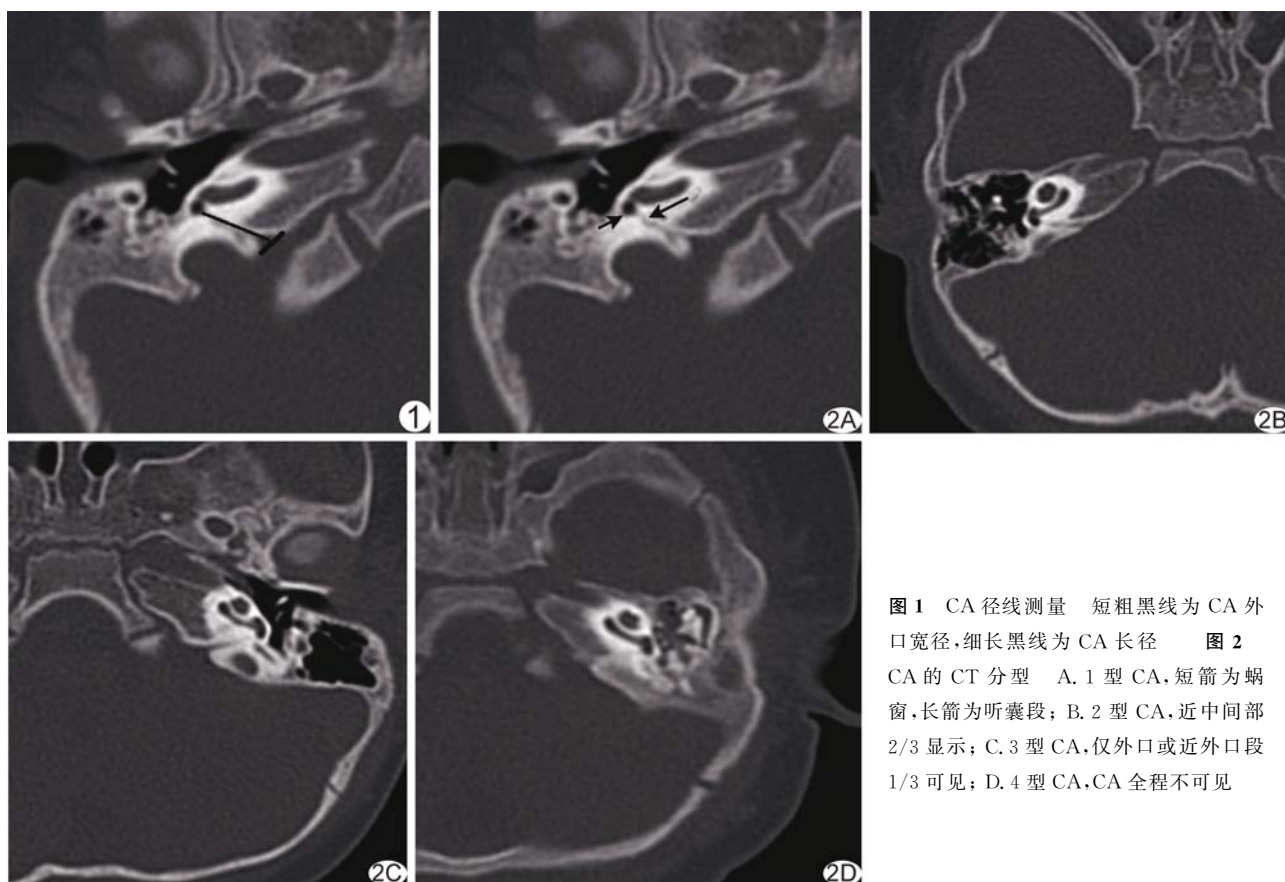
CA 径线测量 短粗黑线为 CA 外口宽径,细长黑线为 CA 长径 图 2 CA 的 CT 分型 A. 1 型 CA,短箭为蜗窗,长箭为听囊段; B. 2 型 CA,近中间部 2/3 显示; C. 3 型 CA,仅外口或近外口段 1/3 可见; D. 4 型 CA,CA 全程不可见
